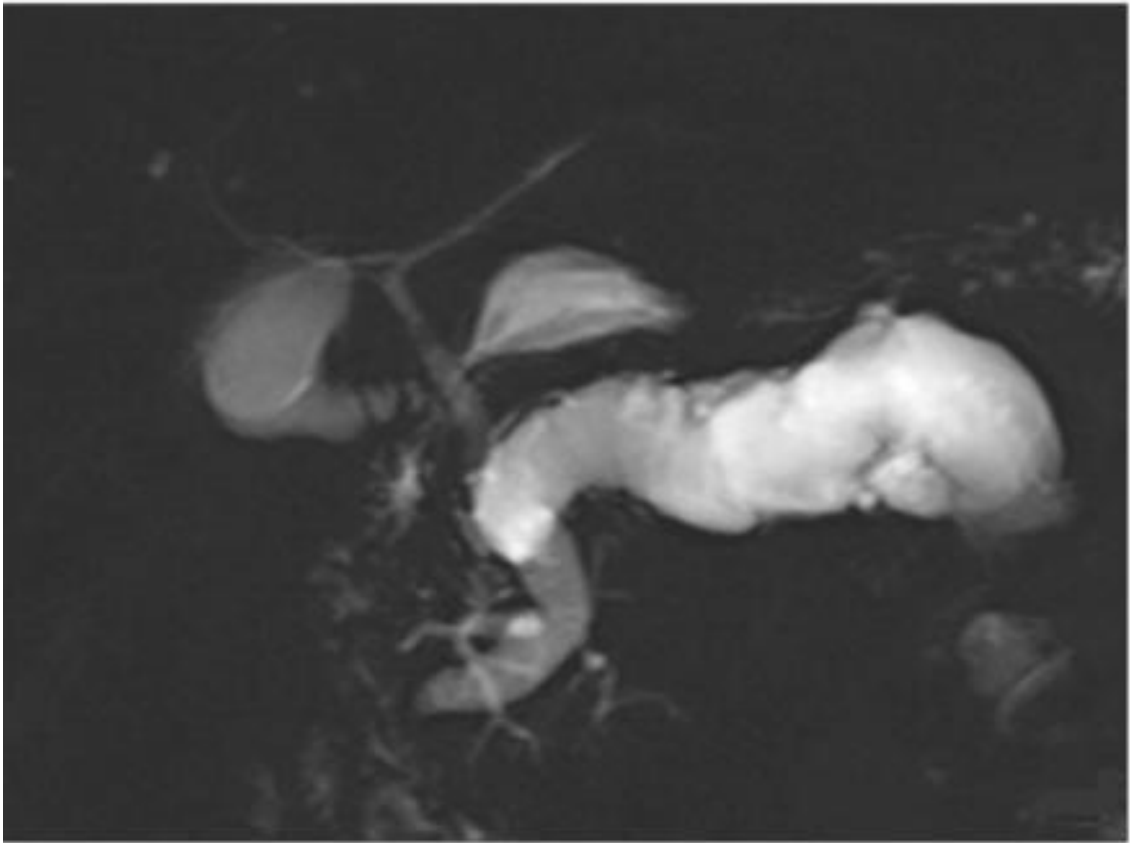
Colangio-Wirsung RM che mostra una evidente e tortuosa dilatazione del dotto pancreatico principale. Diagnosi di IPMN-MD⁸⁰.
